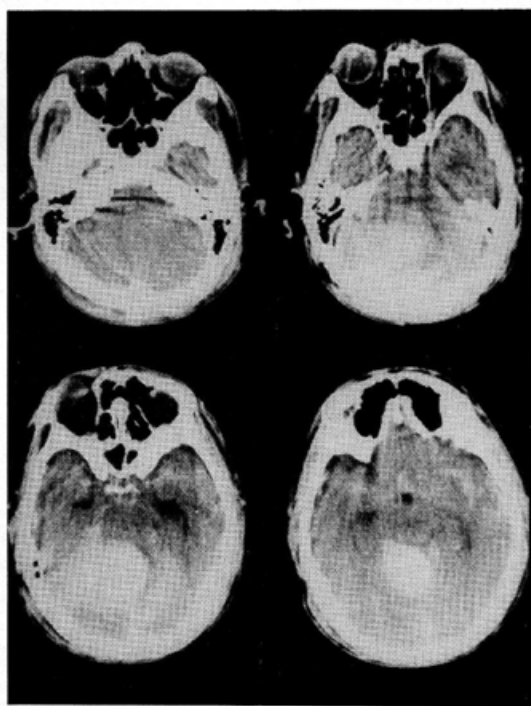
Preoperative CT scan. A high density area is seen at posterior fossa. Fourth ventricle, preponine, ambient and quadrigeminal cisterns are obliterated. Subarachnoid hemorrhage is also seen at basal cistern.
